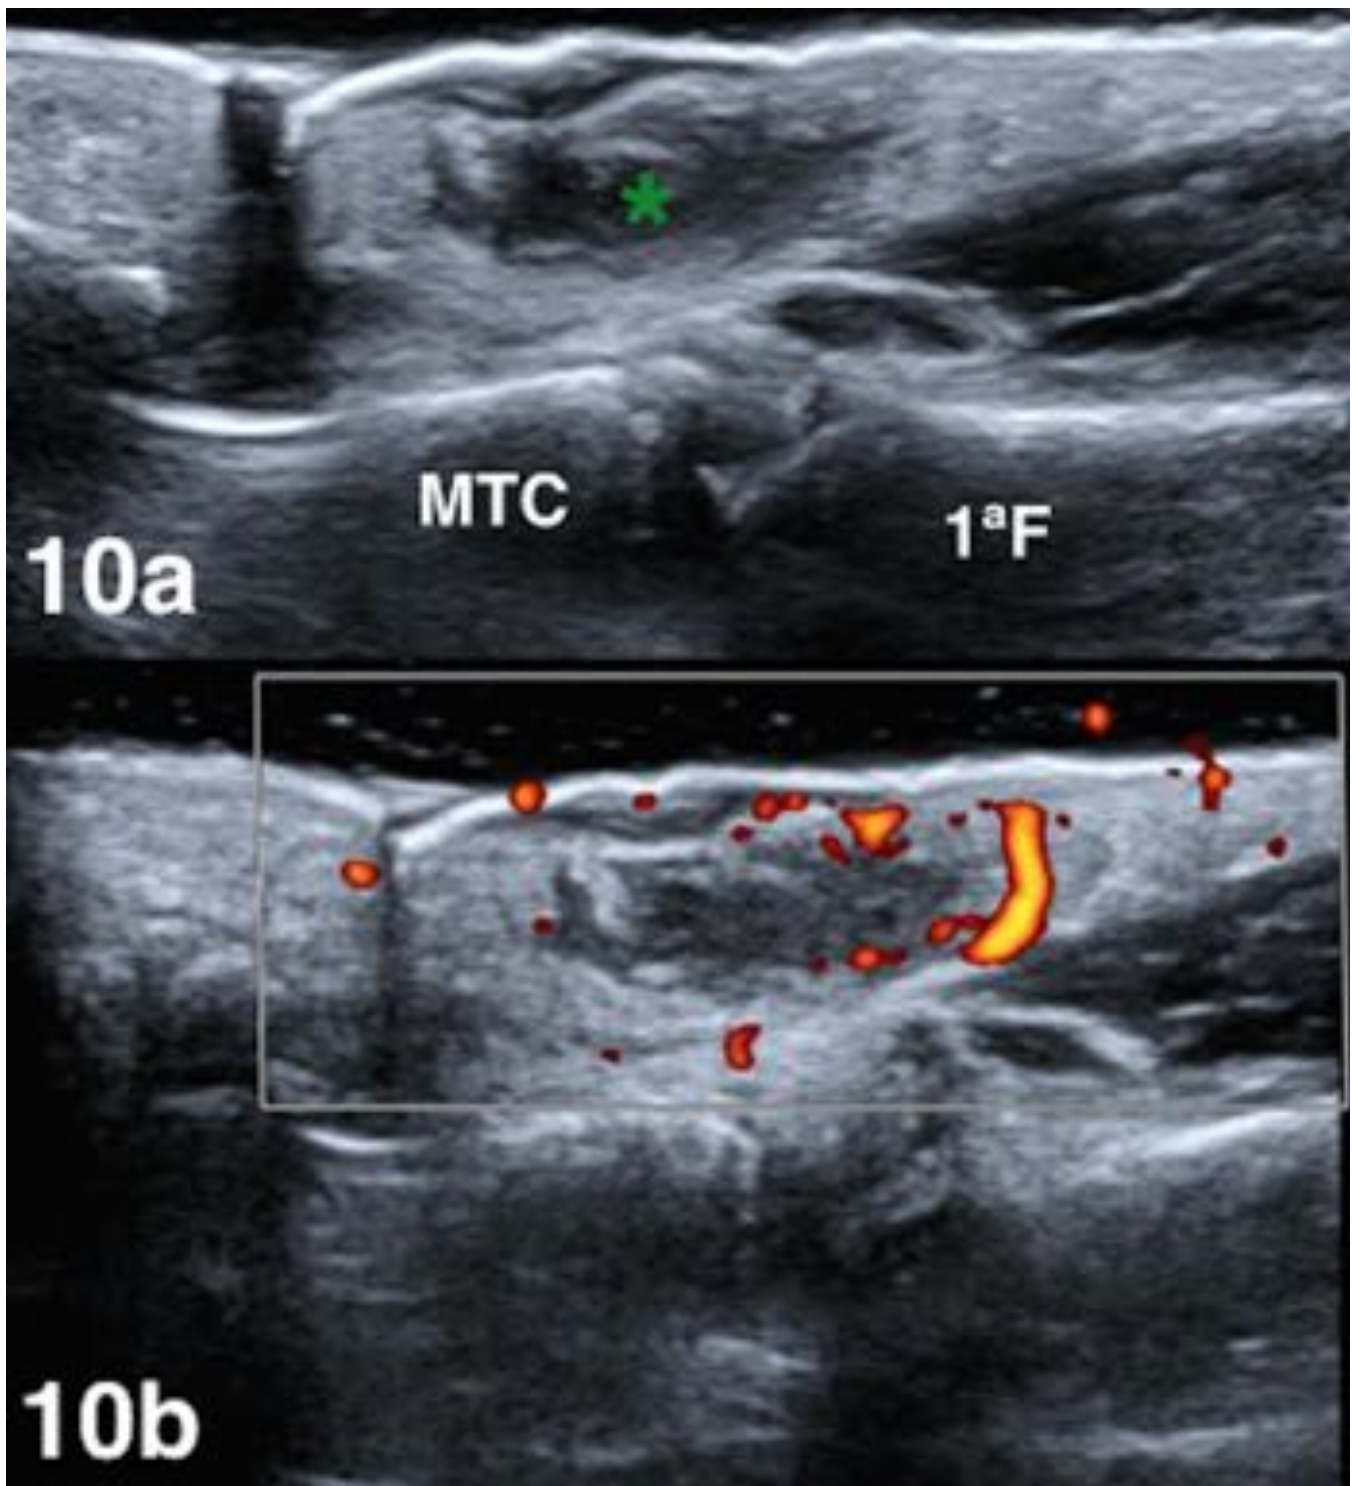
10a) Celulitis con absceso subcutáneo irregular (asterisco verde), zona central fluctuante, localizado a la altura de la articulación metacarpofalángica del 1ºdedo, en su cara palmar. 10b) Presenta abundante hiperemia periférica en el estudio Doppler pulsado.
